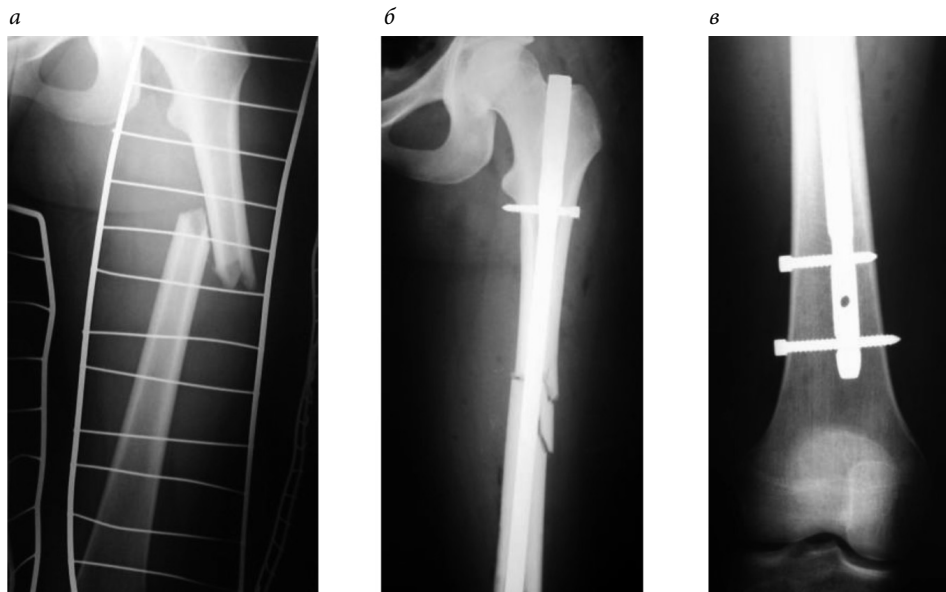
Рентгенограммы 6-ной Ш.:
